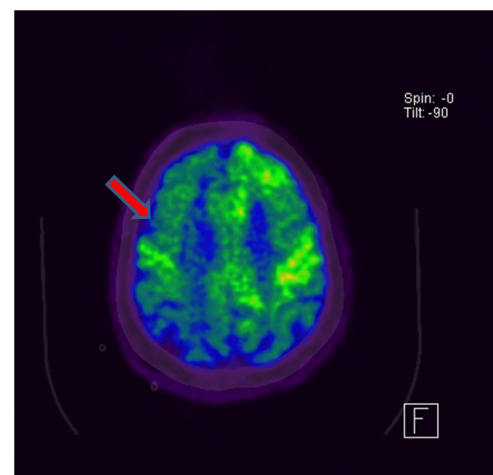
PET cerebral: hipometabolismo corticobasal de predominio unilateral derecho.
